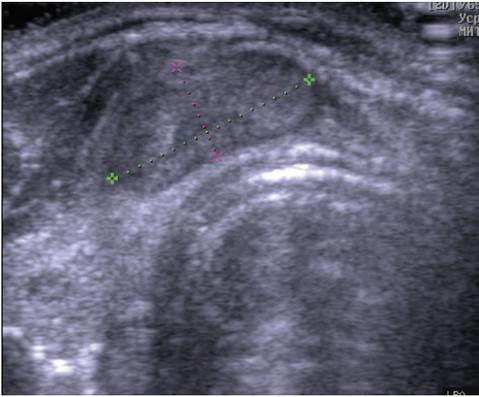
Пациент Б., 60 л., УЗИ (перешеек, поперечная проекция). Узел правой части перешейка 17,2x7,6 мм.
